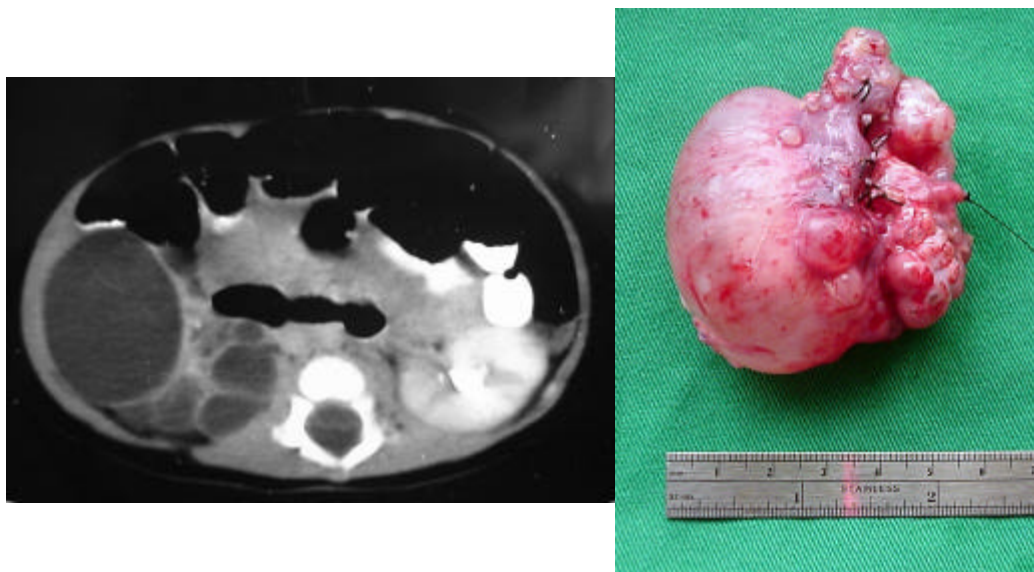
TAC en la que se aprecia riñón derecho reemplazado por múltiples lesiones quísticas. Hallazgo macroscópico e histopatológico compatible con displasia renal multiquística.
